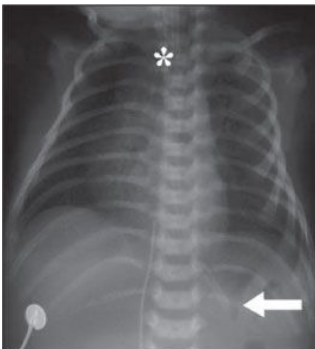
Radiografia de RN com três dias de vida mostrando a cânula endotraqueal acima da carina (asterisco) e a sonda nasogástrica com a extremidade locada no estômago (seta).
